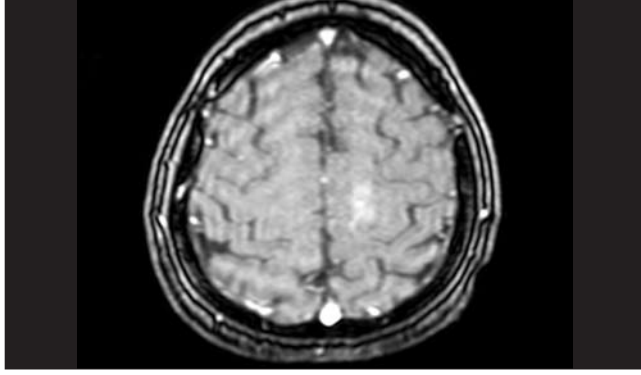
T2 ağırlıklı Kraniyal MRG'de sol frontal lobda süperiyör frontal girusta subkortikal beyaz cevherde hiperintens lezyon izlenmektedir.
